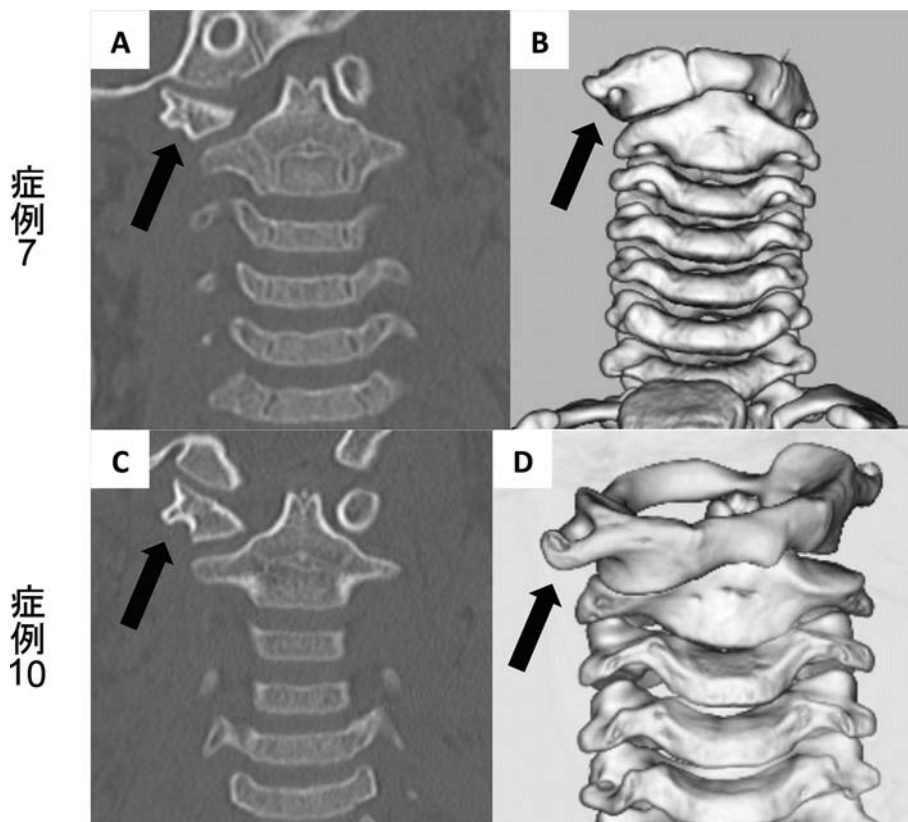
頸椎単純CTと3D-CTの冠状断における比較（入院治療症例7, 10）
